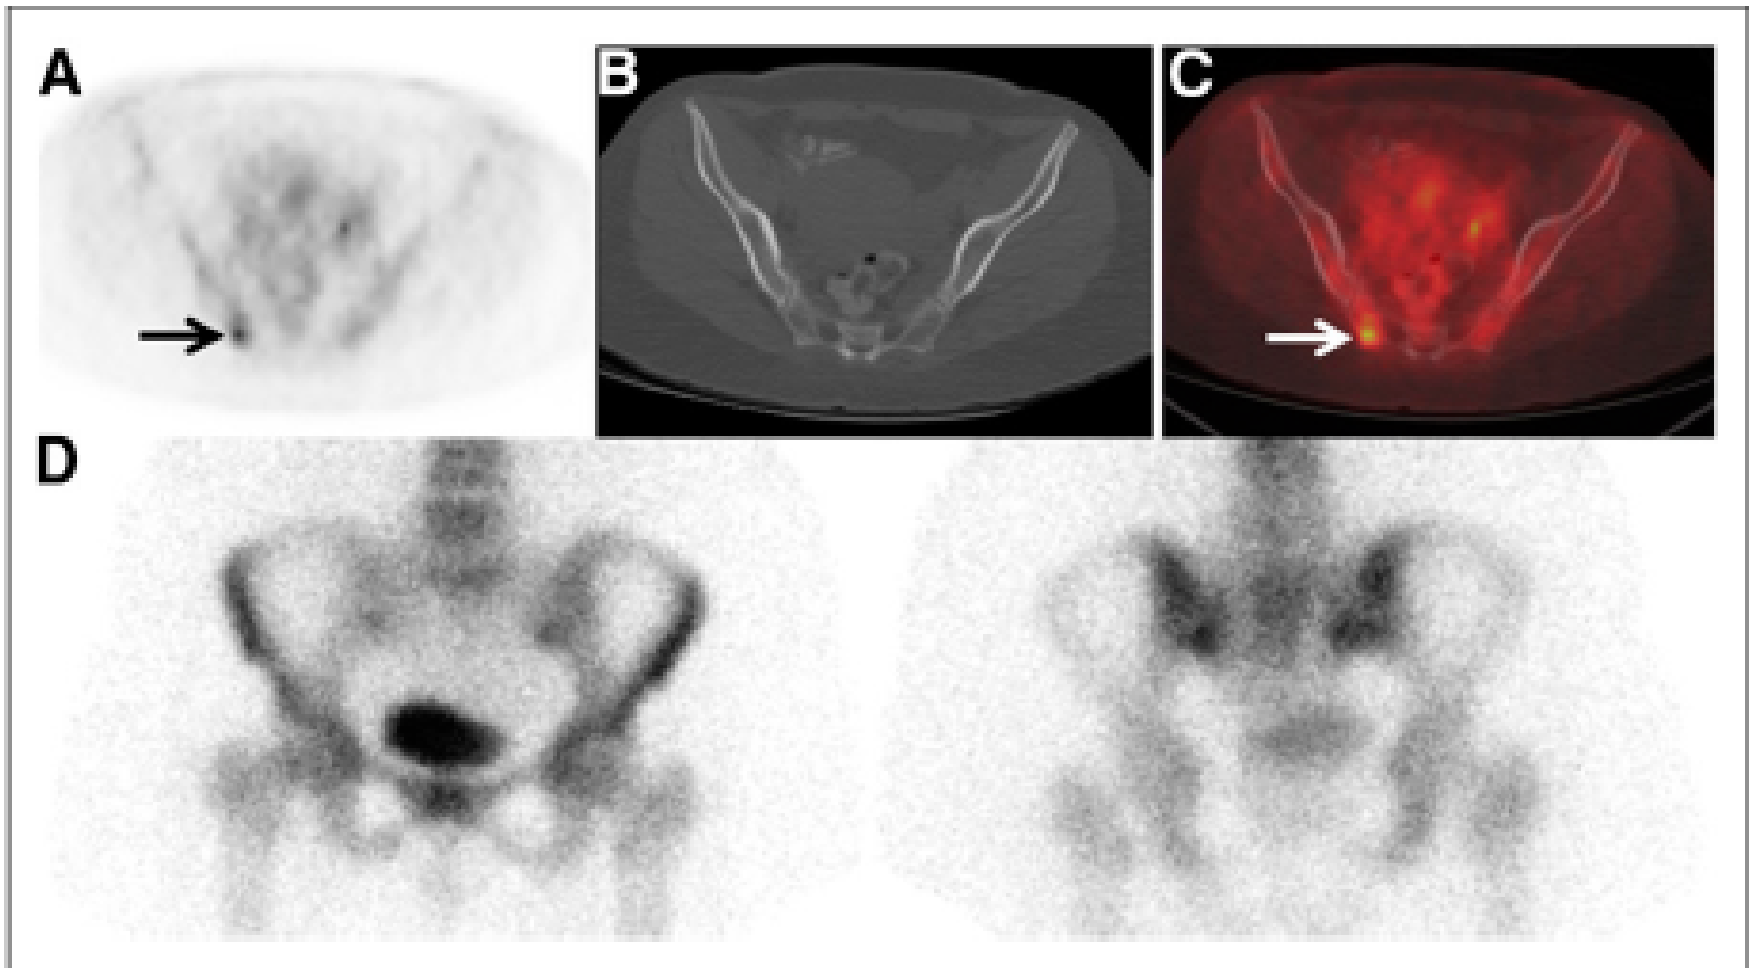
A 42-y-old woman with initial stage III IDC upstaged to IV by ^{18}F -FDG PET. (A) Axial fused ^{18}F -FDG PET/CT image demonstrates previously unknown right ilium metastases as ^{18}F -FDG-avid osseous lesion (arrow). (B) No definite corresponding lesion is seen on axial CT component of PET/CT. (C) Axial fused ^{18}F -FDG PET/CT image confirms osseous localization of ^{18}F -FDG-avid focus (arrow). (D) No corresponding focus is seen on $^{99\text{m}}\text{Tc}$ -MDP bone scan (anterior [left] and posterior [right] spot views of pelvis shown). Biopsy confirmed osseous metastasis.
